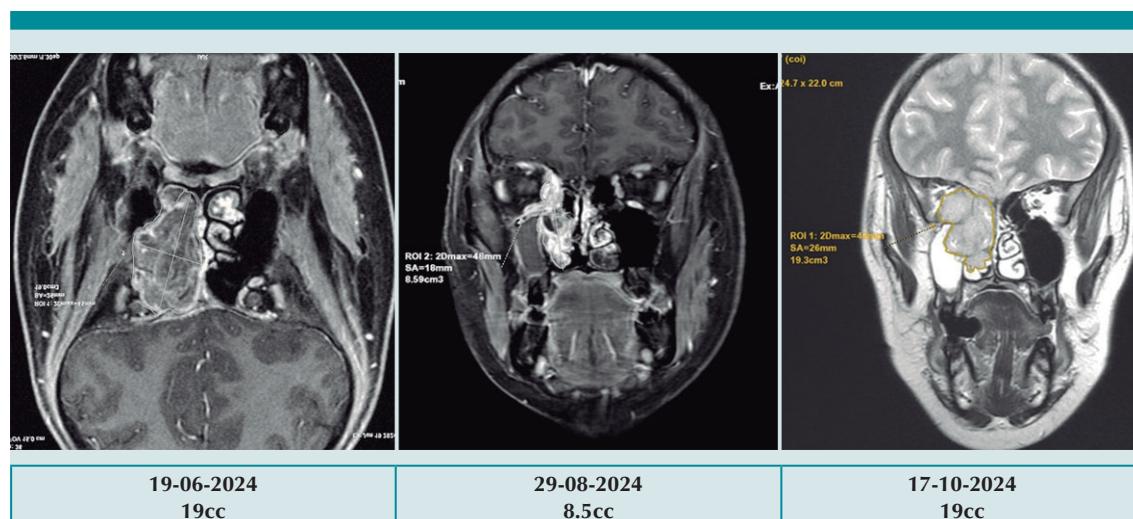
De izquierda a derecha estudios de Resonancia Magnética tomados en diversas fechas, presentando volúmenes diferentes durante la evolución del paciente.
